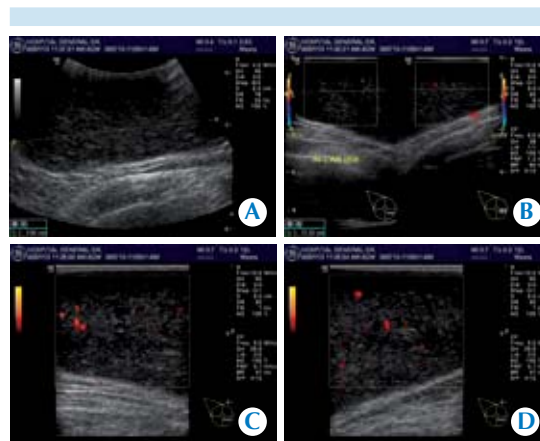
A) Cortes ecográficos de glándula mamaria derecha de cuadrantes internos superior e inferior, en escala de grises, Doppler color y poder: lesión de predominio hipoecoico, heterogénea, en plano sagital con medida de 7.8 cm, pared bien delimitada, delgada. B) Misma lesión en plano ecográfico transversal, con imagen compuesta o dual de 11.3 cm en su diámetro mayor, con aplicación de modalidad Doppler color y dudosa presencia de vascularidad. C) Corte transversal de la misma lesión con modalidad Doppler poder y dudosa presencia de vascularidad en todo el contenido de forma central y periférica. D) Corte transversal de la misma lesión con modalidad Doppler poder y dudosa presencia de vascularidad en todo el contenido de forma central y periférica.
